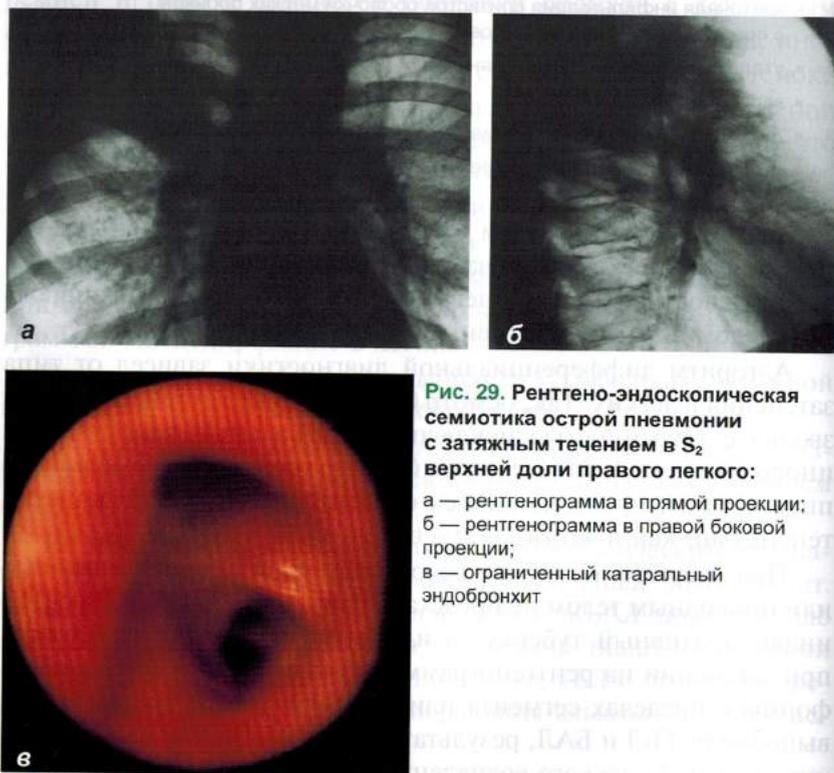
Рентгено-эндоскопическая семиотика острой пневмонии с затяжным течением в S₂ верхней доли правого легкого:
